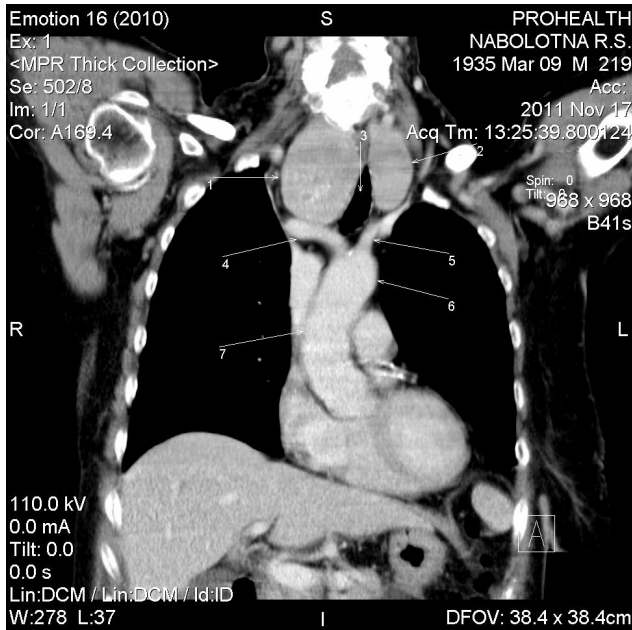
Комп'ютерна томограма шії і верхнього середостіння. Внутрішньогрудний зуб. Між зубно зміненою залозою і судинами є прошарок сполучної тканини. 1 – права частка залози; 2 – ліва частка залози; 3 – трахея; 4 – плечоголовний стовбур; 5 – ліва загальна сонна артерія; 6 – дуга аорти; 7 – висхідний відділ аорти.
